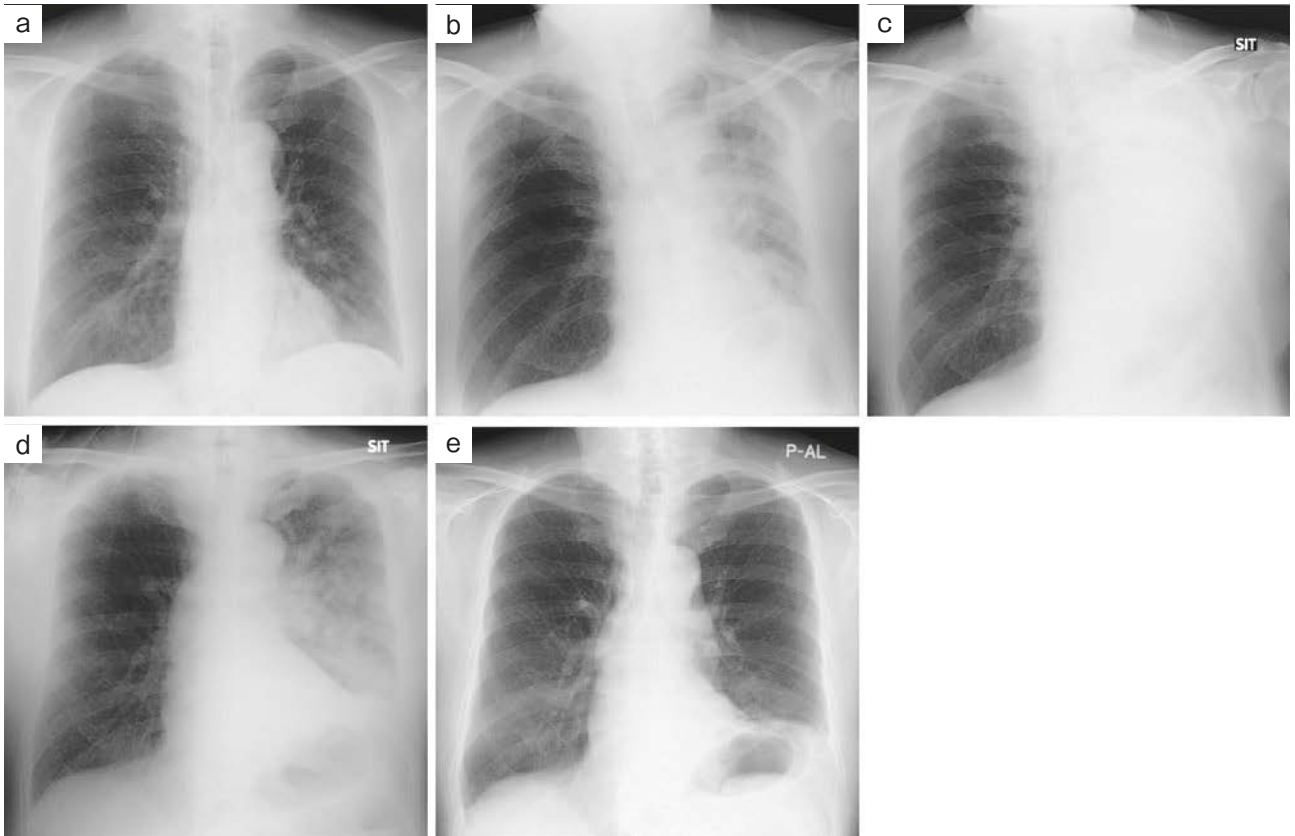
Chest X-ray findings. (a) Chest X-rays on arrival at the emergency department, (b) two and a half hours after arrival, (c) seven hours after arrival, (d) after bronchoscopy, and (e) at discharge.
